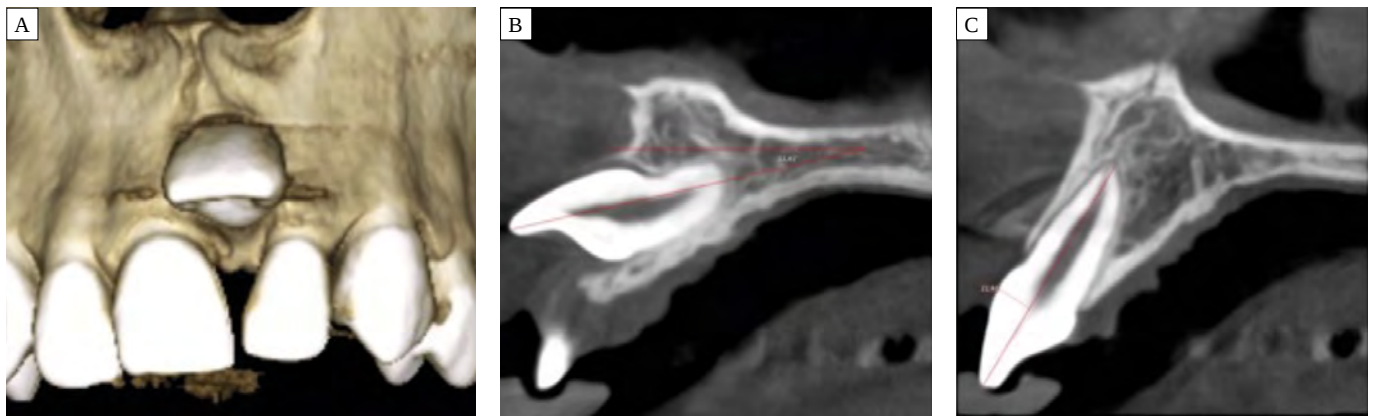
Initial CBCT study (A). Angulation of 12.41° (B). Thin buccal plate (C).
